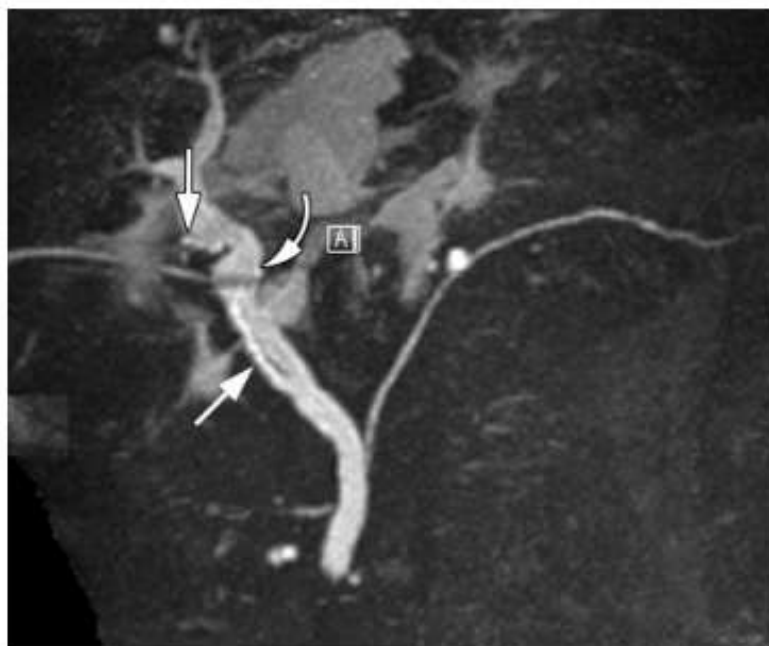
Normal postoperative appearance after liver transplantation with a duct-to-duct anastomosis. Coronal MIP image from a 3D respiratory-triggered T2-weighted fast SE restore data set shows two cystic duct remnants (straight arrows) and the anastomosis (curved arrow), through which a T tube has been placed.
